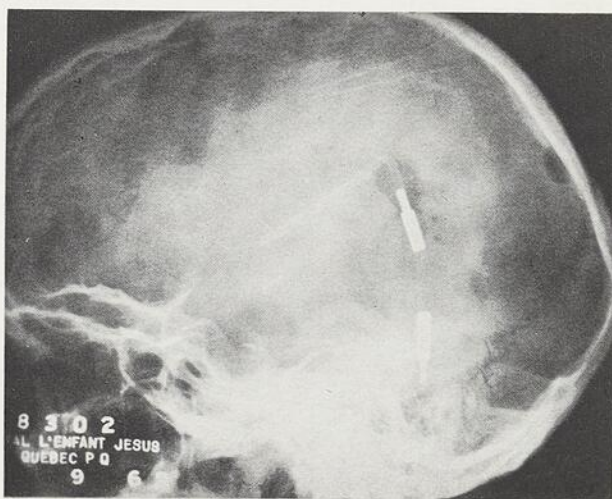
Radiographie de la tête pour le contrôle de la position des tubes et de la valve.
